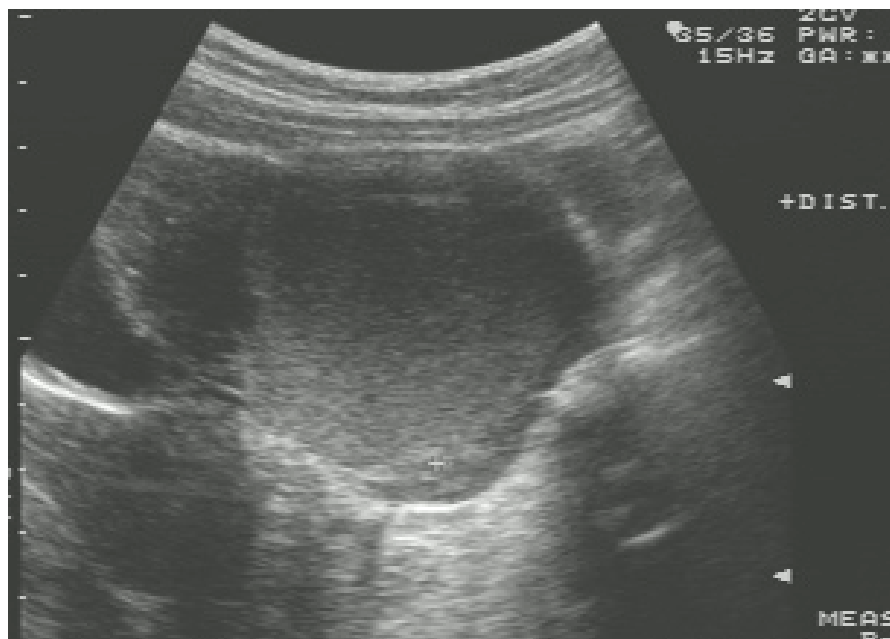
Immagine ecografia di un endometrioma ovarico.
